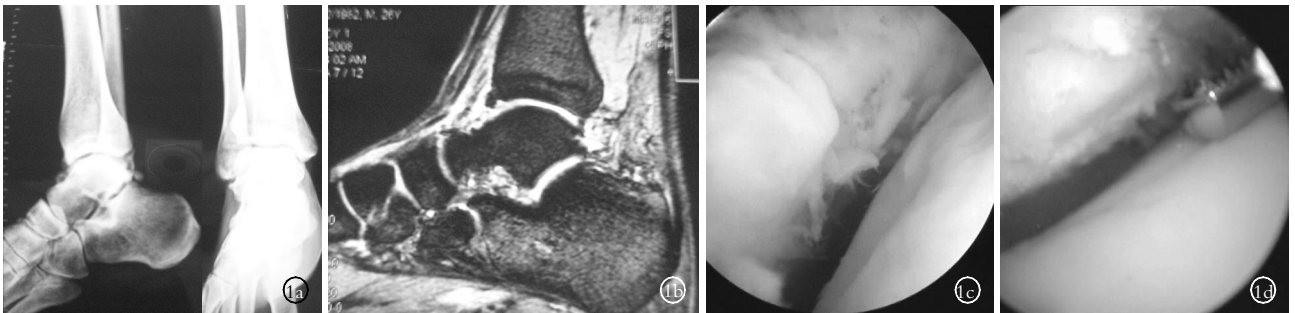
男性患者,26 岁,踝关节软组织撞击综合征 1a.术前踝关节 X 线片显示无明显骨折脱位 1b.术前踝关节 MRI 显示软组织嵌入踝关节内 1c.术中关节镜下见骨软组织撞击 1d.术中利用刨削器切除增生的滑膜及纤维束带
